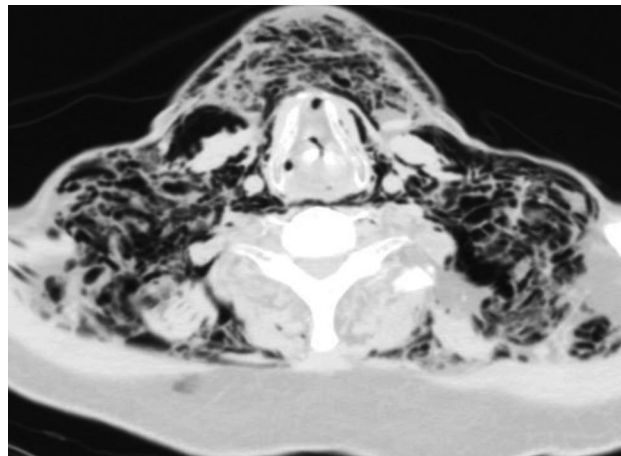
imagen TAC en la que se aprecia disección de todas las fascias cervicales a la altura de la laringe.
